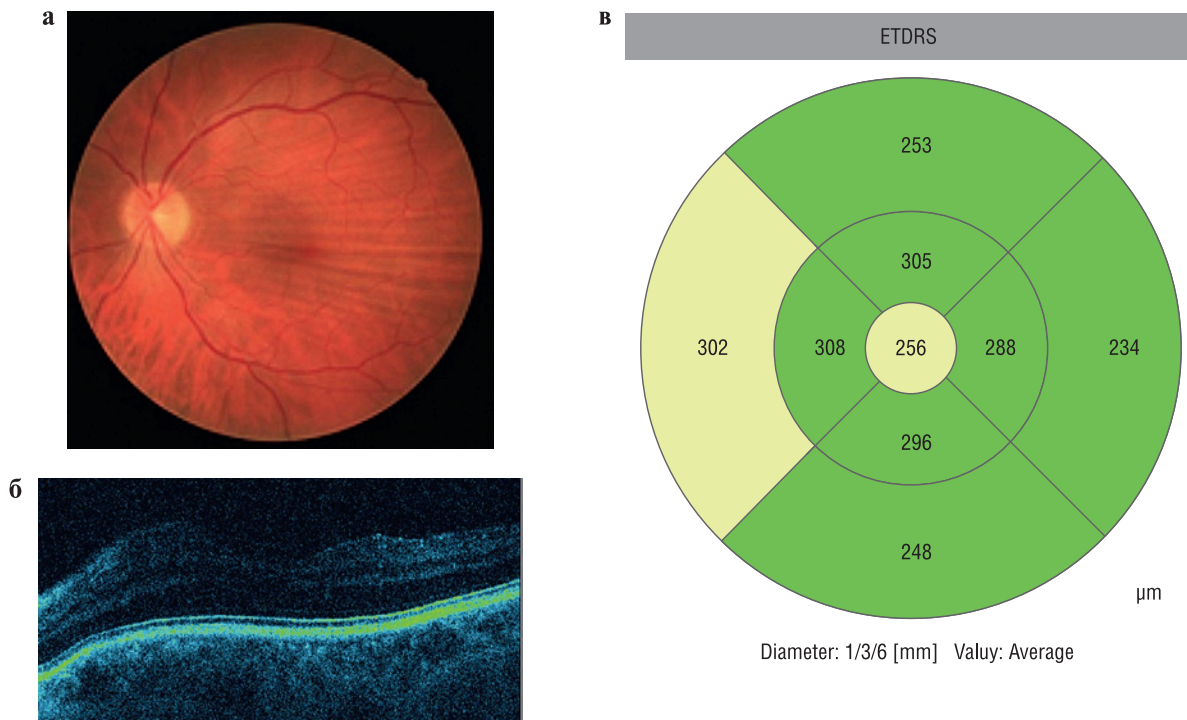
Глазное дно (а), оптическая когерентная томография (б), карта толщины сетчатки макулы (в) у пациентов с благоприятным послеоперационным течением
